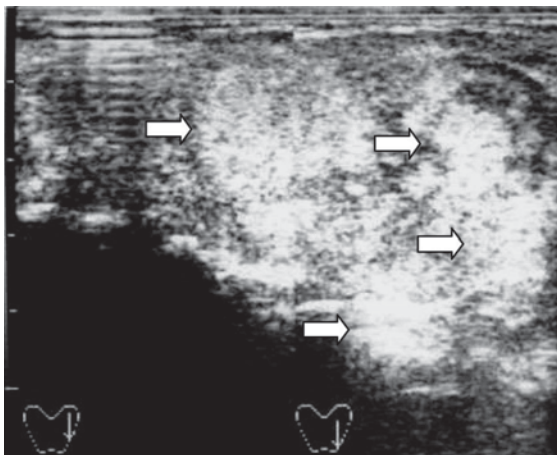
Ultra-sonographic classification of nodules. From top left, clockwise: grade I, a small round anechoic image (thyroid cyst); grade II, a complex nodule (like a sponge); grade II, multiple echonormal nodules; grade III, a hypoechoic solid nodule with regular border; grade III, cystic mass with solid projection from the cyst wall; and grade IV, a hypoechoic solid nodule with irregular border and micro calcifications.
